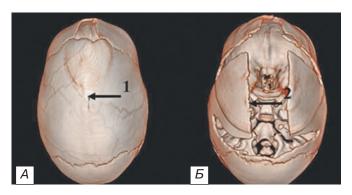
Данные КТ головы с 3D-реконструкцией черепа мальчика 10 мес с сагиттальным краниосиностозом: а) до операции — обращает внимание удлиненная форма черепа (долихоцефалия), стенозированный сагиттальный шов (1), б) на 2-е сутки после операции — выполнена эндоскопическая резекция сагиттального шва, а также паракоронарная и паралямбдовидная резекция (2).
